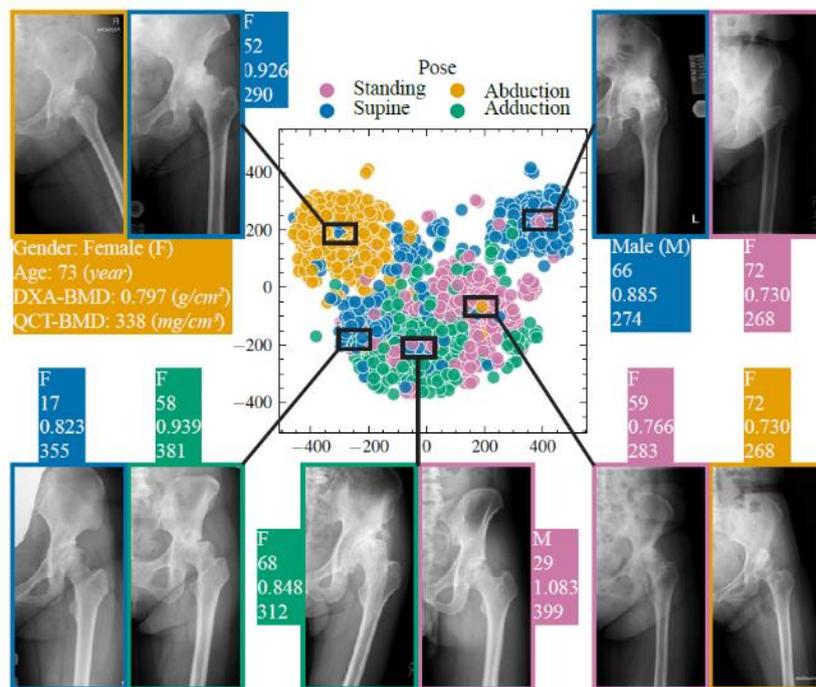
今回のシステムで対象とするX線画像（さまざまなメーカー・撮影条件・肢位の画像を学習データとして用いた）
